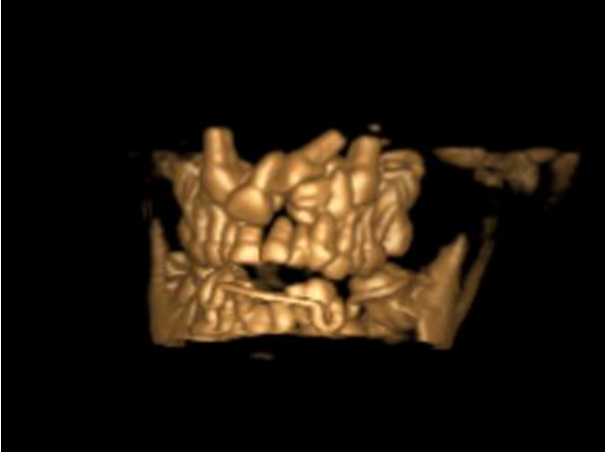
Konik ışınli bilgisayar tomografi ile koronal kesitte süpernümerer ve gömülü dişlerin görüntüsü
